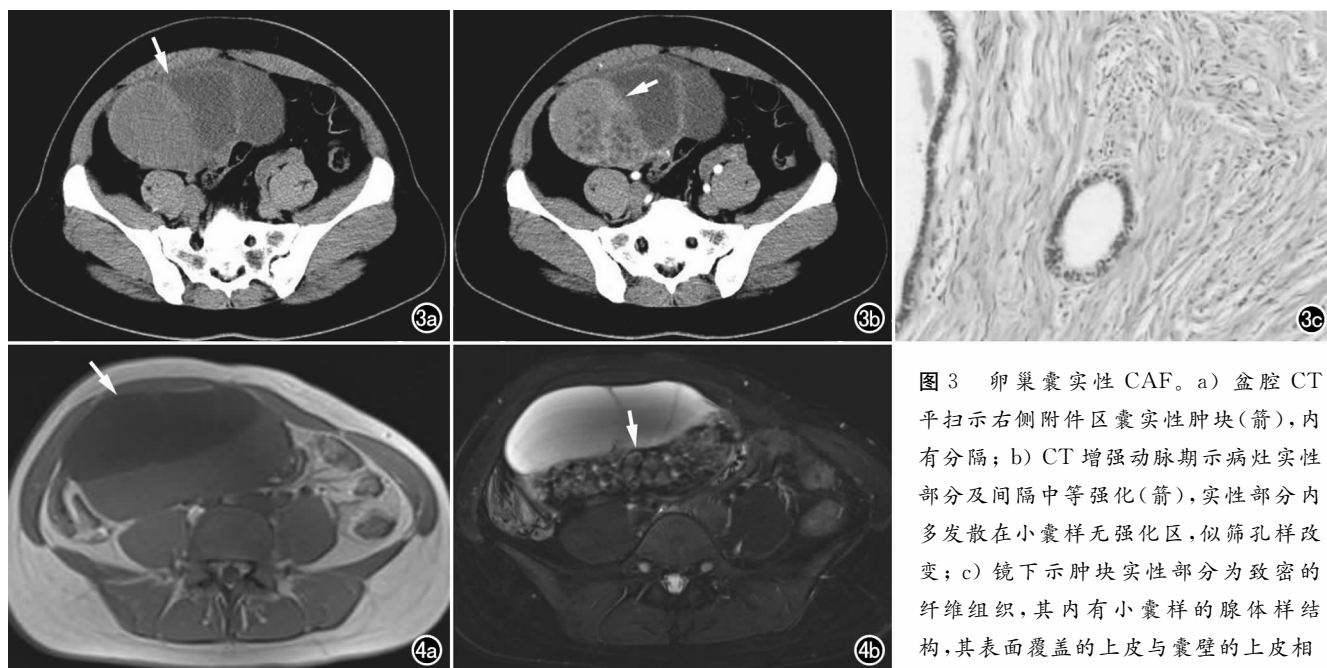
卵巢囊实性 CAF。a) 盆腔 CT 平扫示右侧附件区囊实性肿块(箭), 内有分隔; b) CT 增强动脉期示病灶实性部分及间隔中等强化(箭), 实性部分内多发散在小囊样无强化区, 似筛孔样改变; c) 镜下示肿块实性部分为致密的纤维组织, 其内有小囊样的腺体样结构, 其表面覆盖的上皮与囊壁的上皮相
